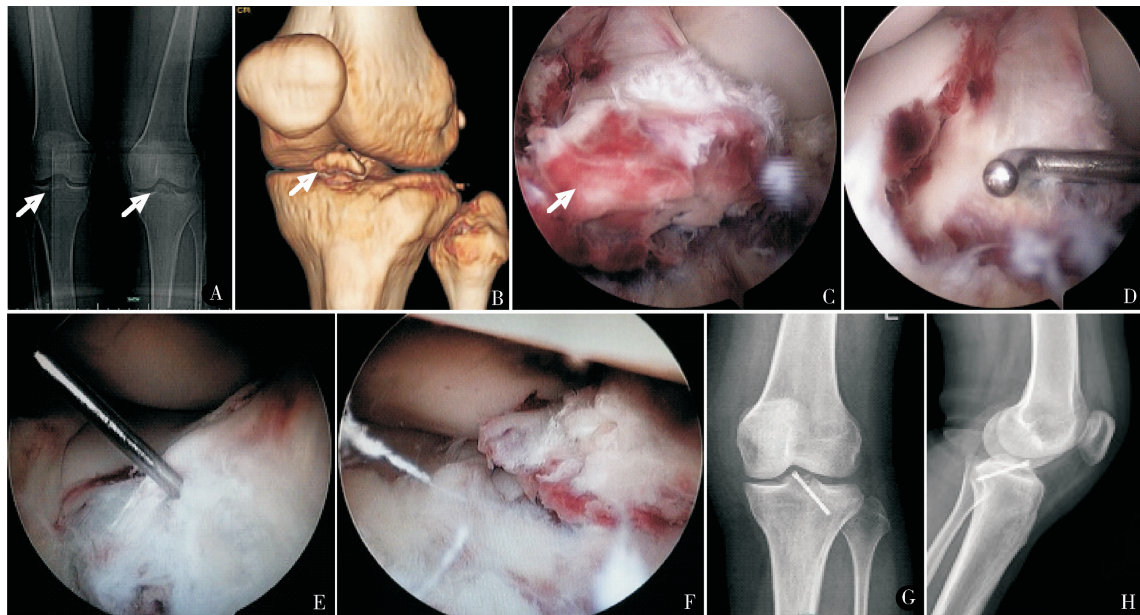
患者女,23 岁,交通伤。术前正位 X 线片(A)、CT 重建(B)提示左侧胫骨髁间隆突粉碎性骨折(Meyers-McKeever III 型),镜下探查见骨块粉碎并翻转(C),清除骨折区域后探针试行下压骨块复位(D),导针在骨块主体部固定(E),螺钉固定后骨折主体牢固,周围碎块略有分离,螺钉镜下不可见(F)。术后 5 周 X 线片显示骨折位置及愈合良好(G、H)
